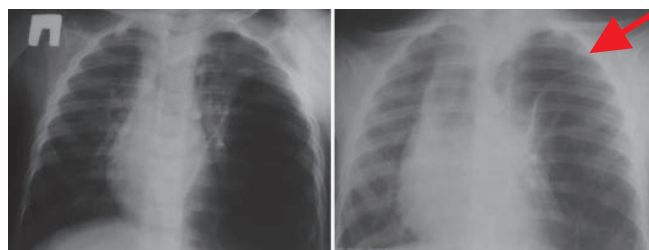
Рентгенограмма ОГК в прямой проекции. В левом гемотораксе определяется массивное кистозное образование, субтотально выполняющее весь гемоторакс. Помимо кистозного образования визуализируется пневмоторакс (указан стрелкой)
